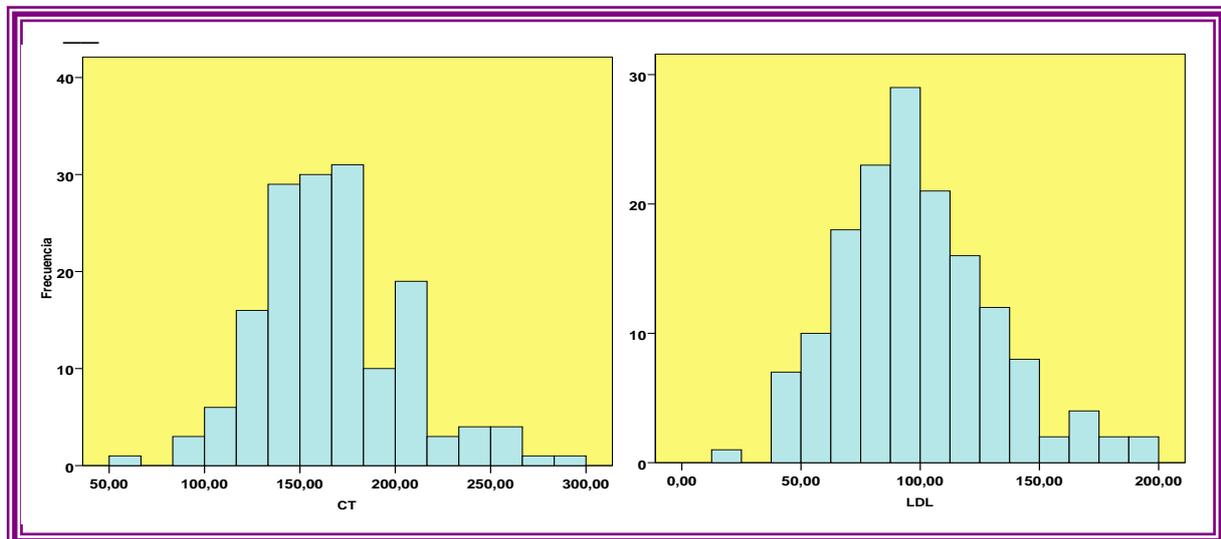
Histograma de frecuencias de colesterol total (CT) y LDL en los enfermos reclutados.
